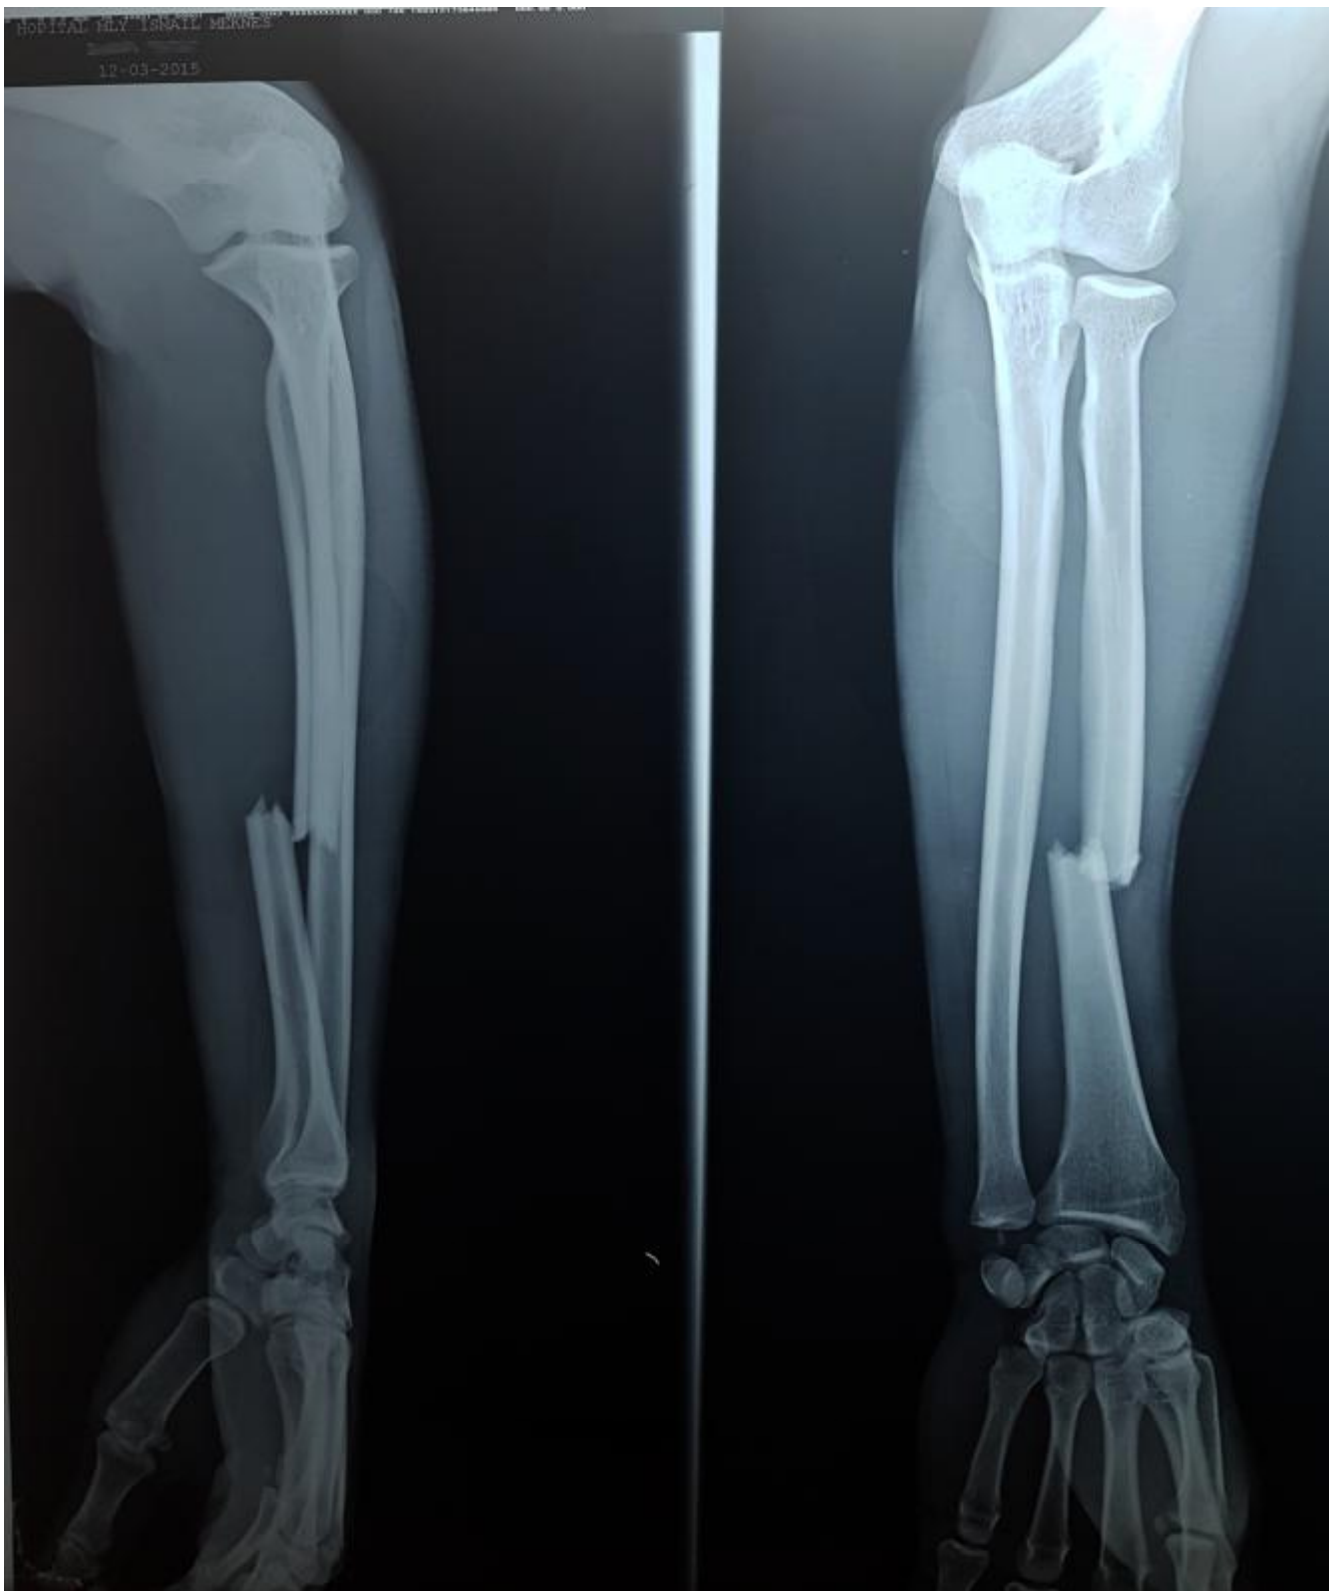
radiographie pré-opératoire
